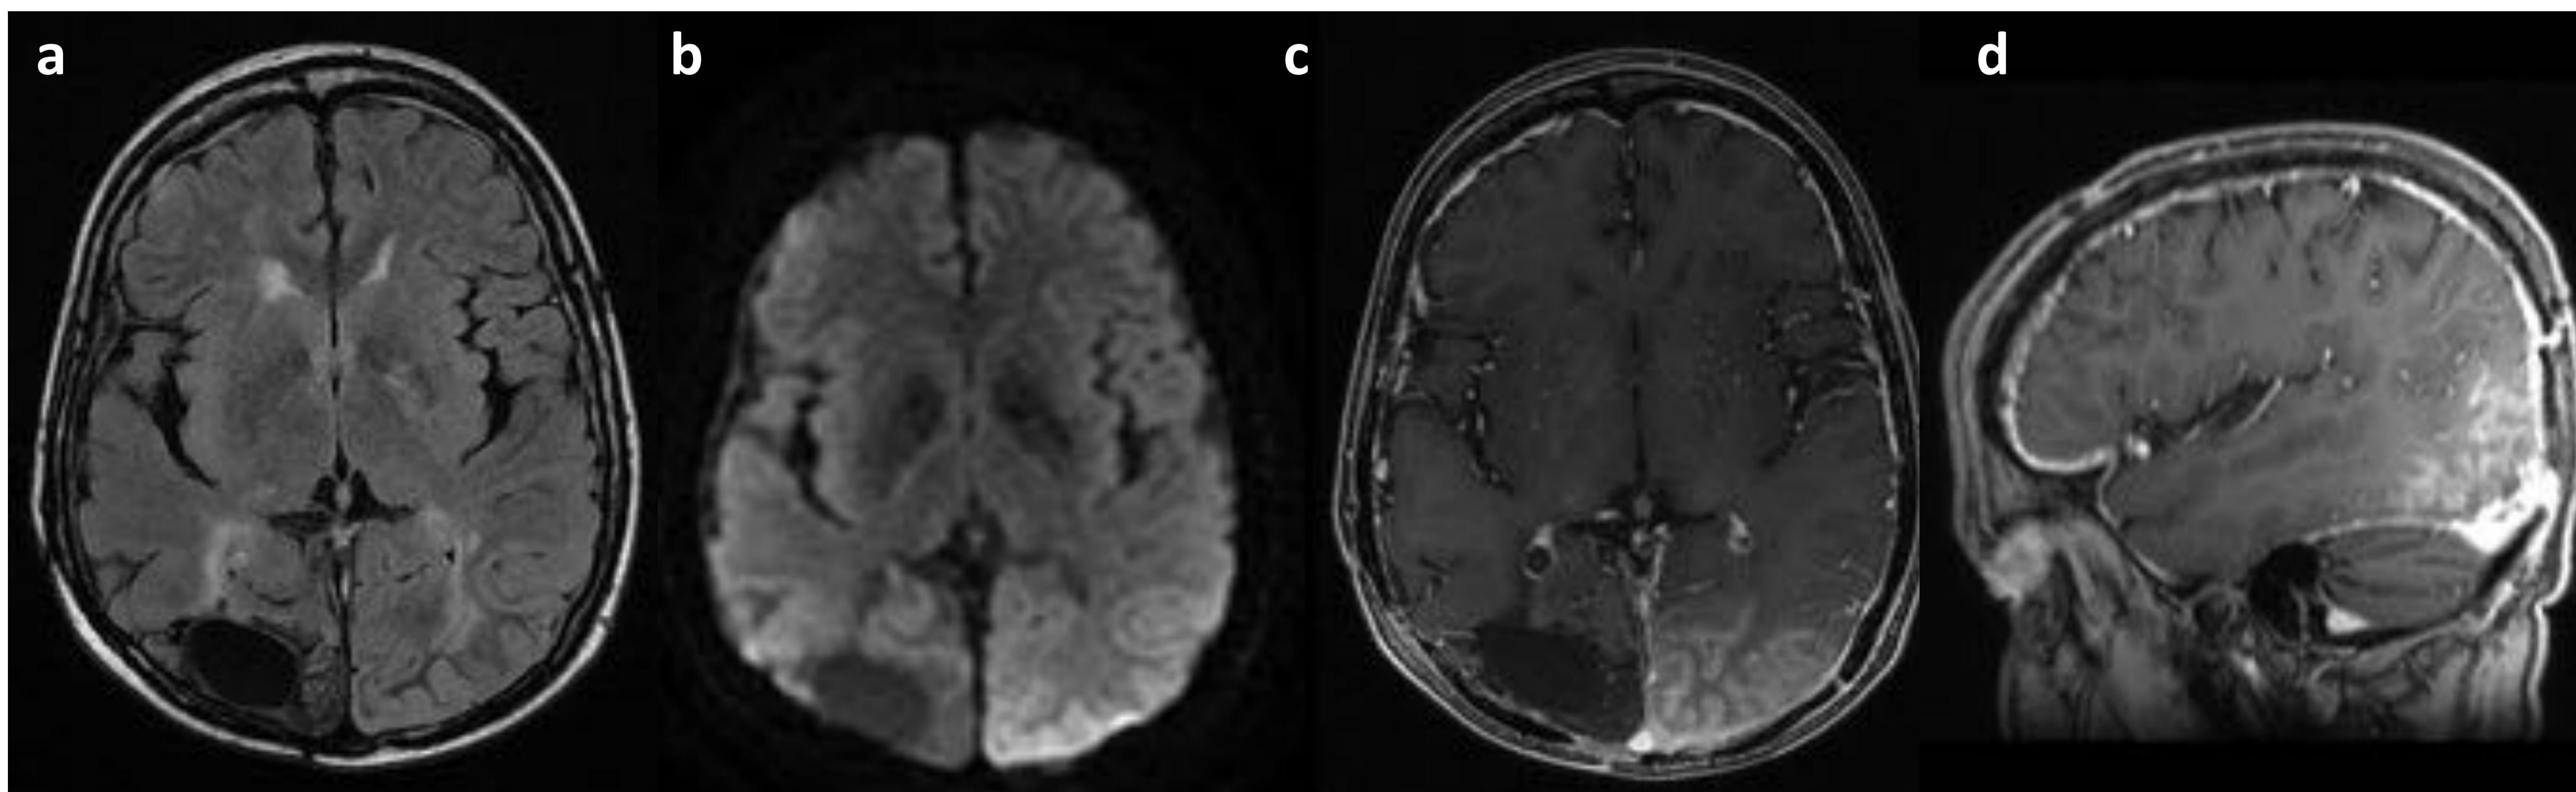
Paciente 4: RM al ingreso en 2018. a) FLAIR, b) DWI, c) y d) T1 con contraste en el plano axial y sagital, respectivamente. Engrosamiento del córtex parieto-occipital izquierdo, con captación de contraste cortical y leptomenígea asociada. Cambios post-quirúrgicos en la región parieto-occipital derecha.
